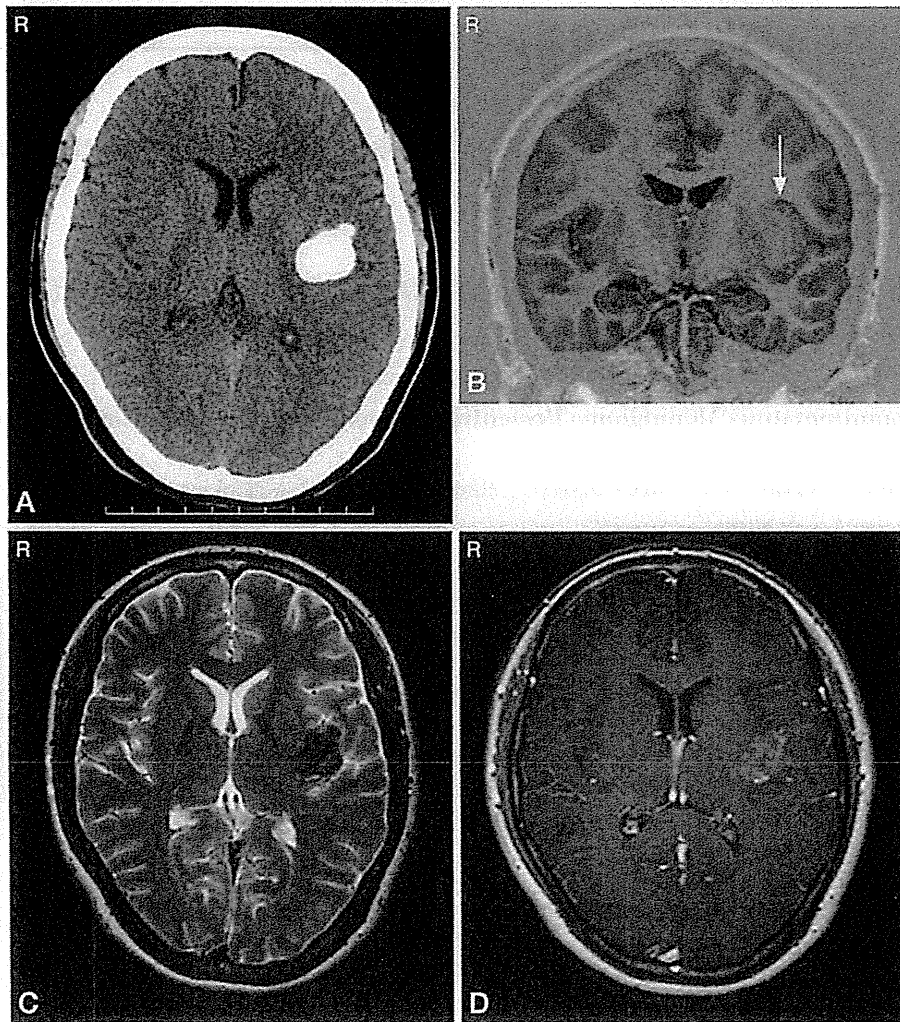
Computed tomography (CT) and magnetic resonance image (MRI) on admission. A: CT, B: T1-weighted image, C: T2-weighted image, D: Gadolinium diethylene triamine pentaacetic acid (Gd-DTPA) enhanced T1-weighted image. CT shows a calcified mass in the deep sylvian fissure (A), and MRIs show the lesion slightly enhanced by Gd (D), however, there is no apparent edema around the lesion (C). The lesion (arrow) is close to the left hippocampus (B).
